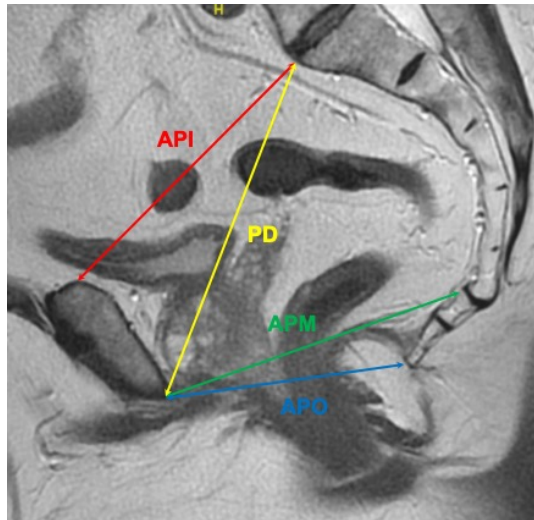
API, APM, APO and PD on MRI imaging (Sagittal acquisition)
